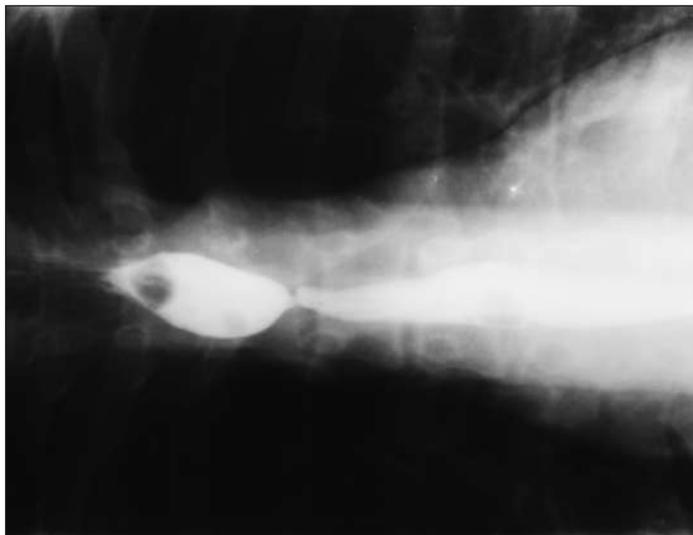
Рентгеноконтрастное исследование пищевода с сульфатом бария. Дефект наполнения с ровным внутренним контуром.
